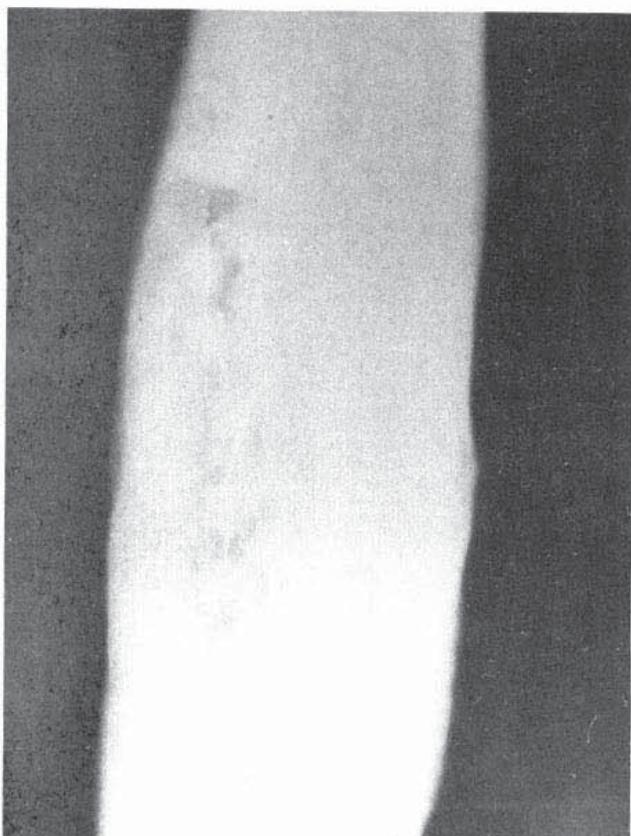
Preoperatif bir gün önce yapılan fistülografisi.
